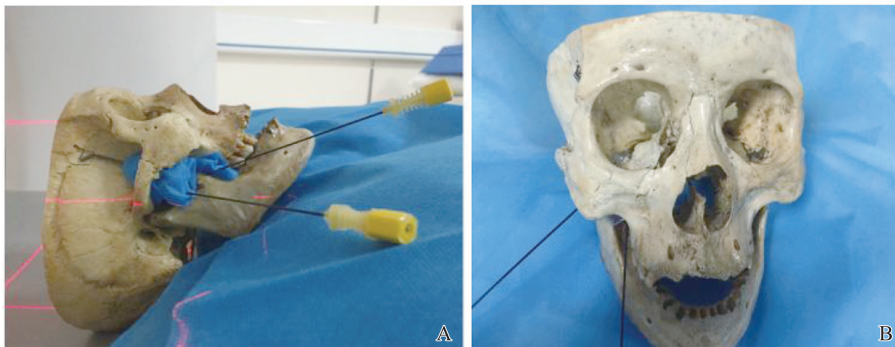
CT扫描颅骨标本,模拟 Hartel 入路和侧入路穿刺
